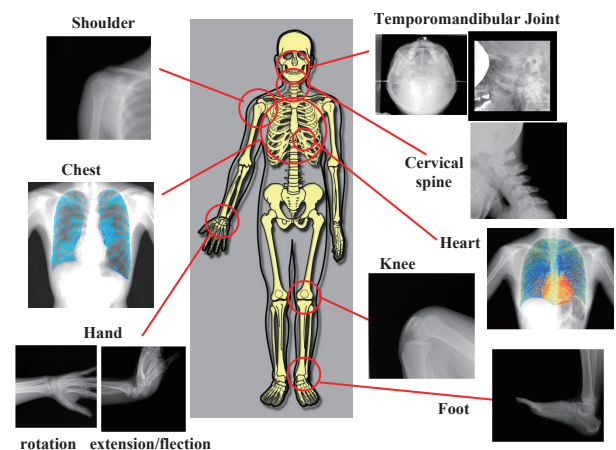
Overview of the physiologic-functional radiography (pfRAD)
